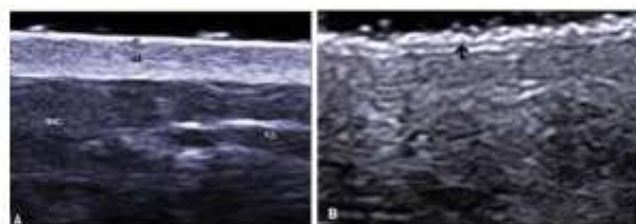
Sonogramme de la peau (A. peau visage et corporelle, B. peau paumes, plantes ; e -épiderme, d - derme, sc - tissu sous-cutané) (3)
